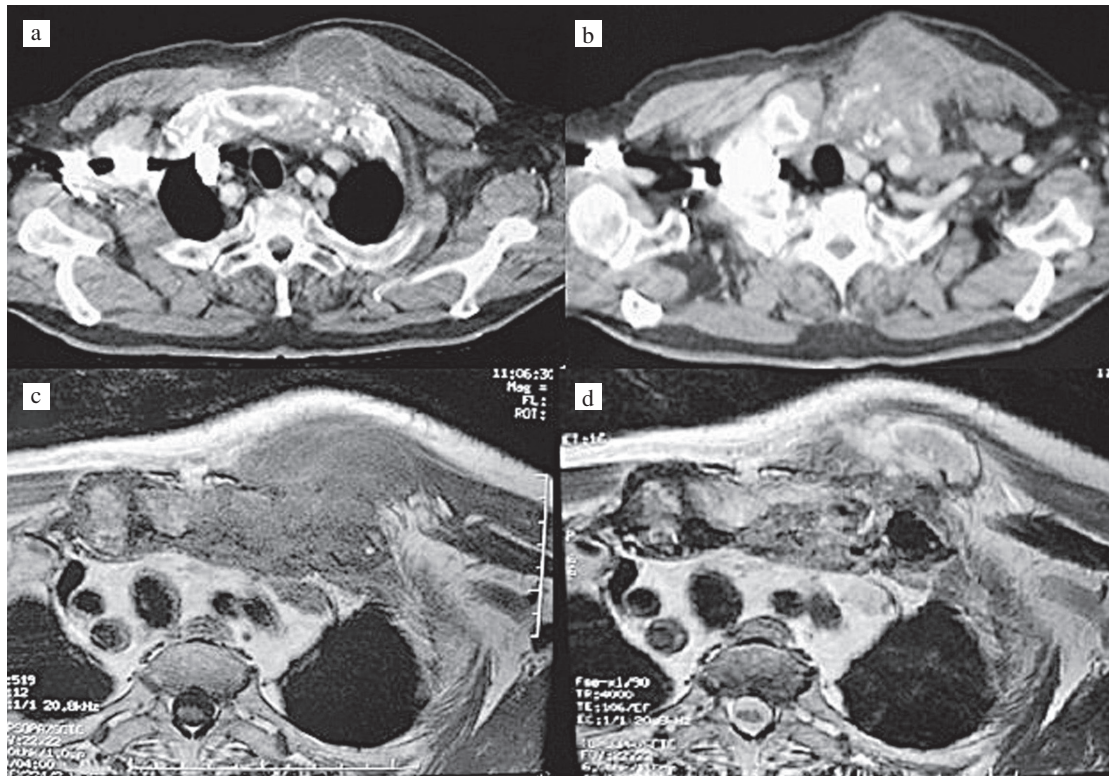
Contrast-enhanced chest CT and MRI on admission show destruction of left sternoclavicular joint and a mass of 5 cm in diameter. (a, b) CT, (c) MRI T1 weighted image, (d) T2 weighted image
